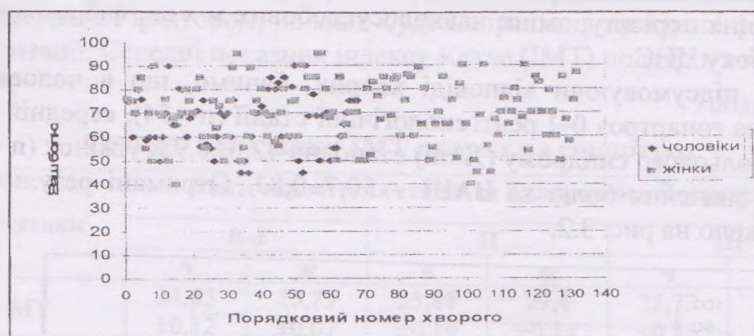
Показники болю за VAS у хворих чоловічої та жіночої статі III рентгенологічної стадії гонартрозу
